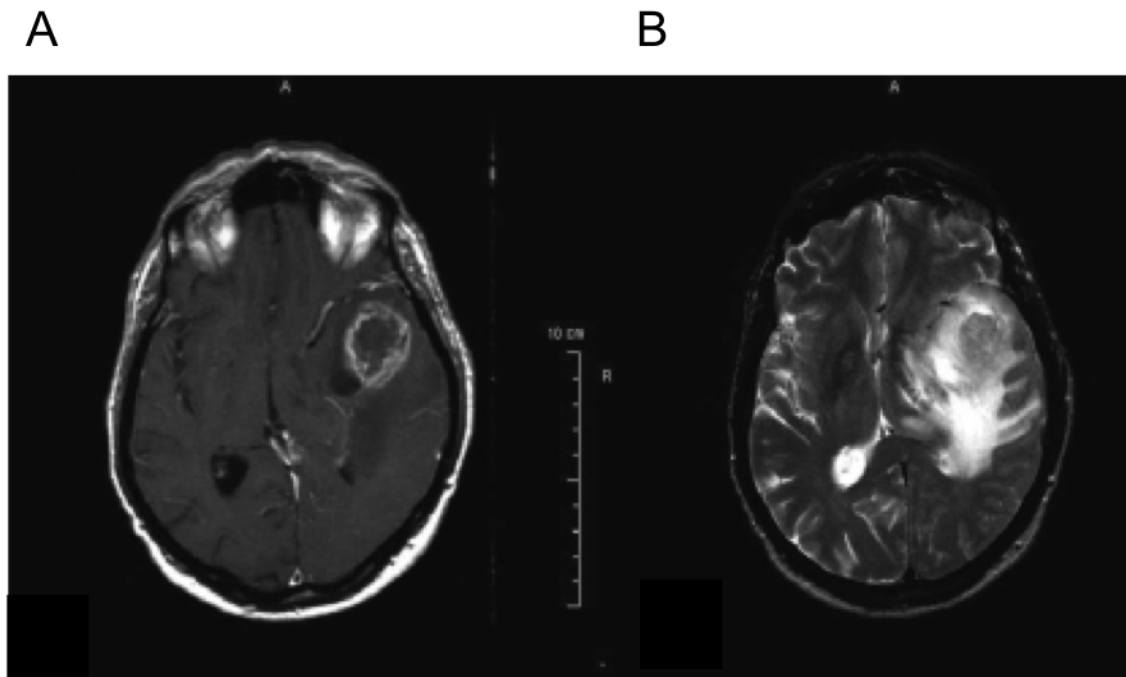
Beispielhafte MRT-Bilder eines GBMs, nach Schneider et al., 2010.
